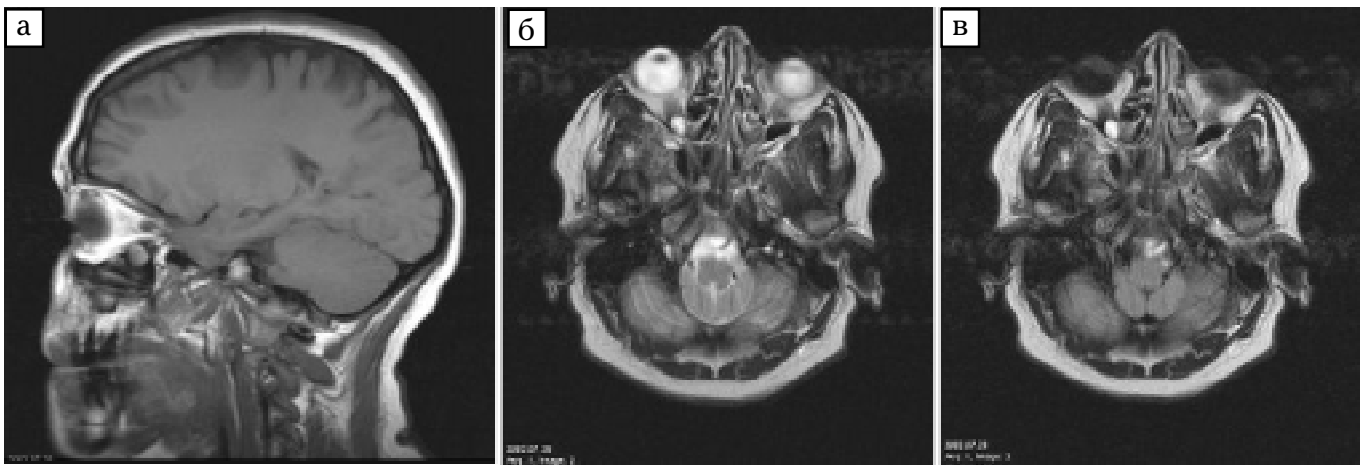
Пацієнтка П., 37 років. Скарги на двоєння в очах. Діагноз — неврит зорового нерва: а — на сагітальному зрізі в проєкції зорового нерва видно осередок гіпоінтенсивного сигналу; б, в — на T2 і T2 dark fluid (FLAIR)-зважених аксіальних зображеннях у проєкції зорового нерва — гіперінтенсивний сигнал осередку демієлінізації
